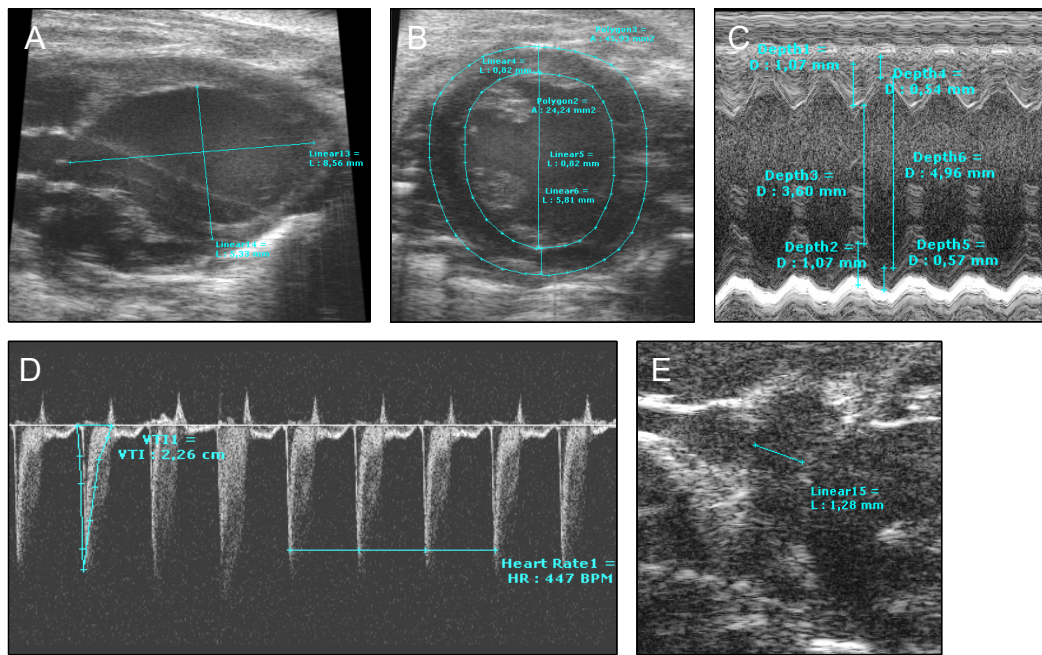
Beispiele für echokardiographische Aufnahmen. (A) Längsschneidung in der Diastole, (B) Querschnitt in der Diastole, (C) M-Mode, (D) Dopplechokardiographische Darstellung des systolischen Ausstroms aus dem rechten Ventrikel, (E) rechte Pulmonalarterie.
